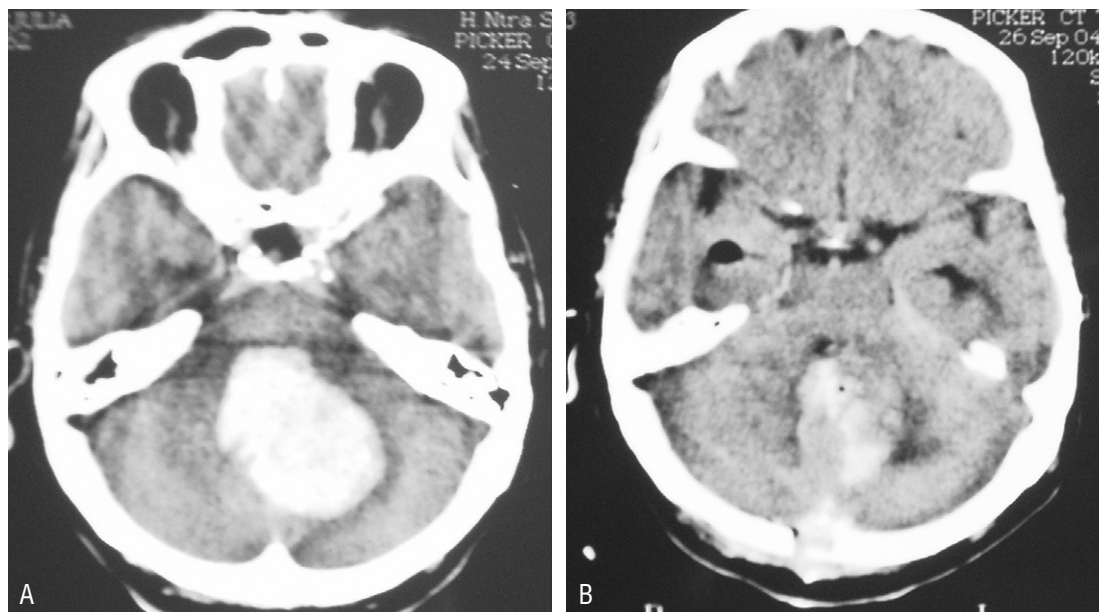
Tomografía computarizada craneal con hemorragia cerebelosa precirugía (A) y postcirugía (B).
